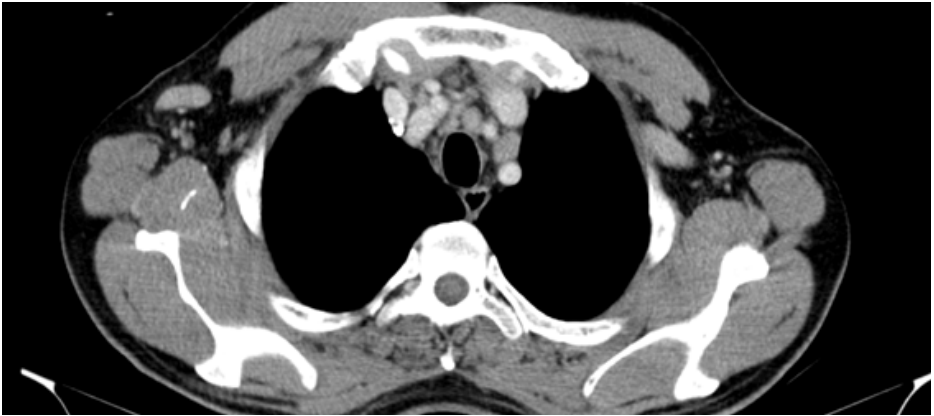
vergrößerte mediastinale und biläre Lymphknoten in der CT-Thorax
